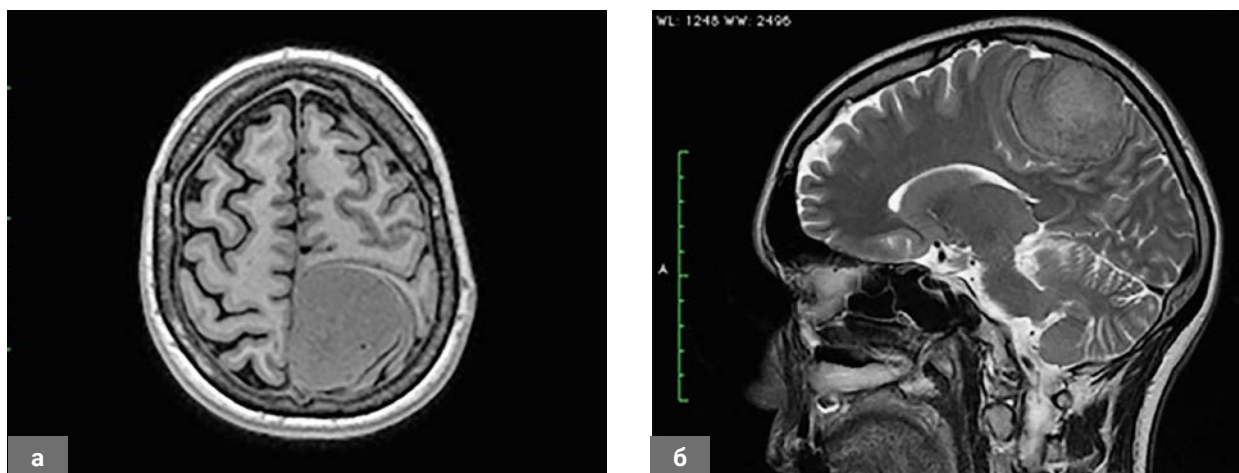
На дооперационной МРТ головного мозга от 01.2018 г. определяется фалькс менингиома левой теменной доли: а – аксиальная проекция в режиме T1; б – сагиттальная проекция в режиме T2.
